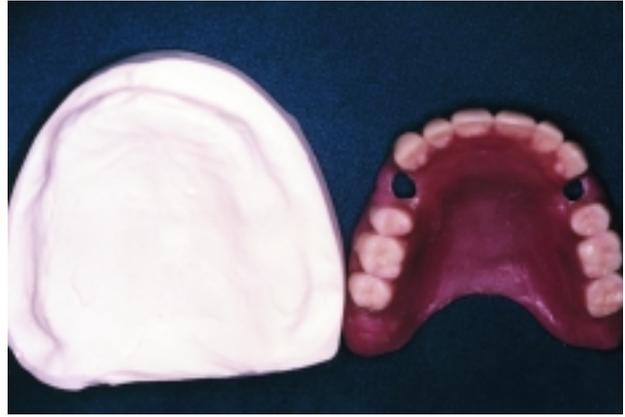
Röntgenopake Kunststoffzähne zeigen die gewünschte Implantatdurchtrittsstelle für die virtuelle Planung.
